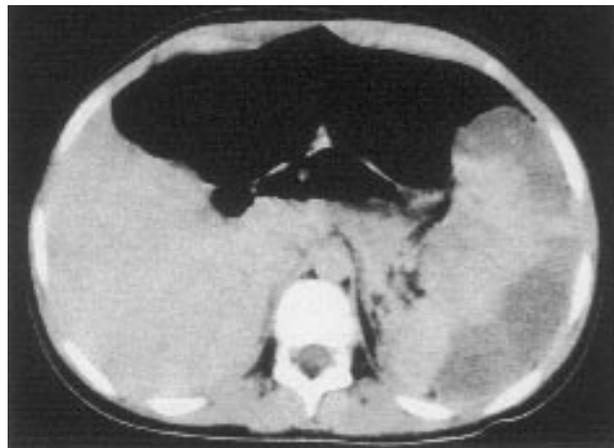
TC dell'addome che mostra la disomogeneità del parenchima causata dall'infarcimento emorragico.
